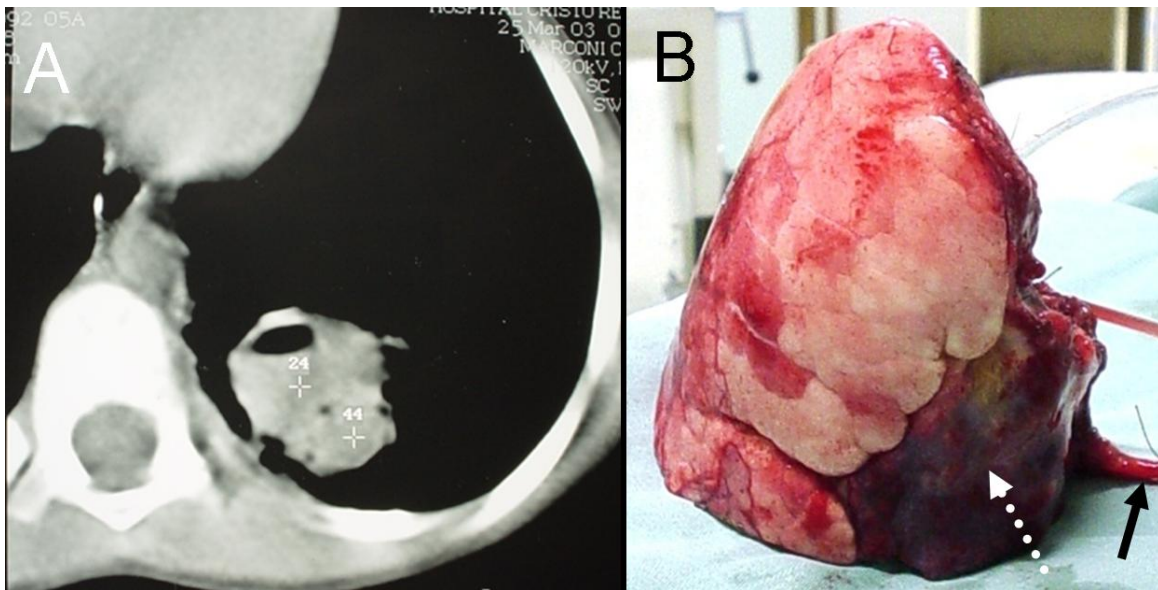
A: tomografia computadorizada de tórax evidenciando área de necrose pulmonar com nível hidro-aéreo sugestiva de abscesso pulmonar. B: peça cirúrgica evidenciando lobo inferior esquerdo com área de consolidação do parênquima pulmonar (seta branca pontilhada) que recebia irrigação arterial de ramo proveniente da aorta torácica (seta preta).
